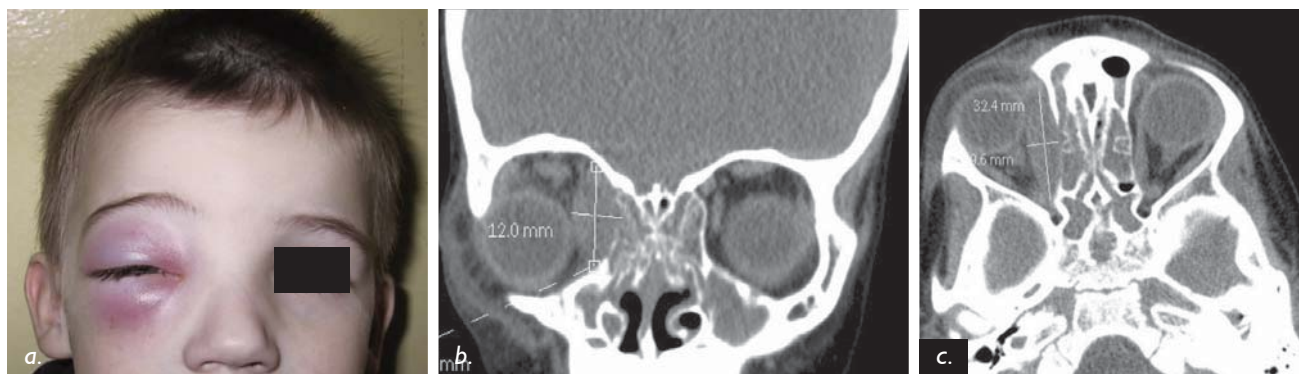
a) Pacient s orbitocelulitídou vľavo. Viazne pohyb očného bulbu laterálne, b, c). Na CT snímkach nosa a PND u predchádzajúceho pacienta je viditeľné ľavostranné zatienie PND a zápal a opuch hlbokých tkanív orbity bez vytvoreného abscesového ložiska.
